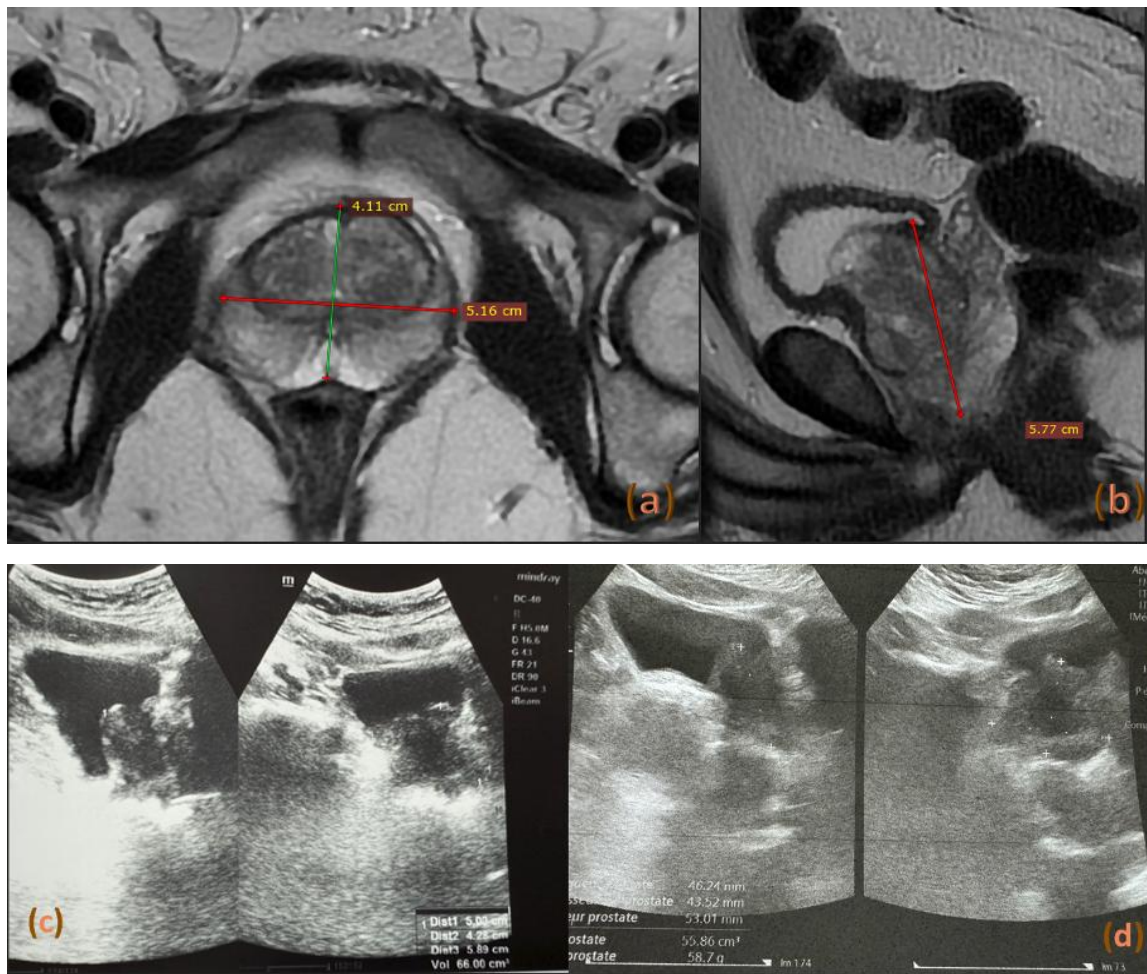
Contrôle morphologique 6 mois après embolisation prostatique par une IRM prostatique multiparamétrique comprenant des séquences T2 pondérées axiale (a) et sagittale (b), et par une échographie vésico-prostatique à 6 puis 12 mois (c-d), montrant une réduction progressive du volume prostatique, estimé à 66 cm³ à 6 mois puis à 58 cm³ à 12 mois.
